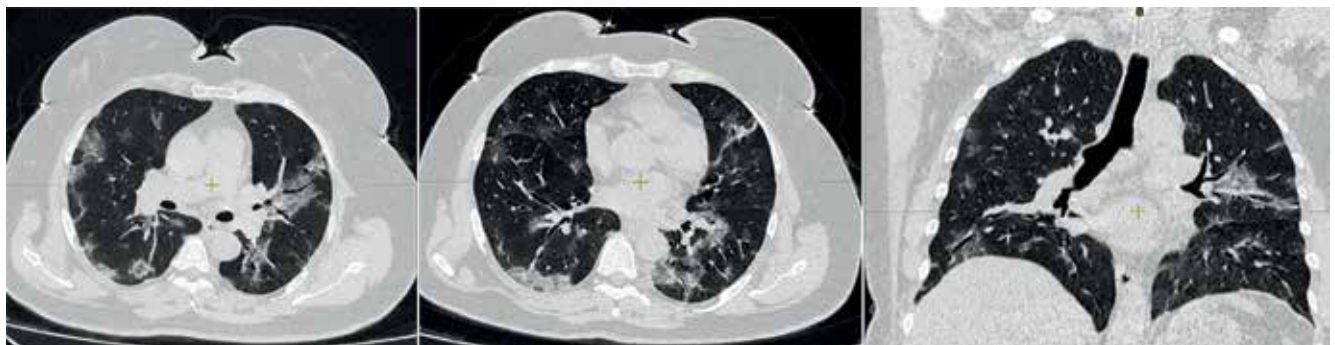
Пациентка Т., КТ ОГК от 17.10.2021 г.: слой 1,5 мм. ЭЭД 2,4 мЗв. Описание в тексте
